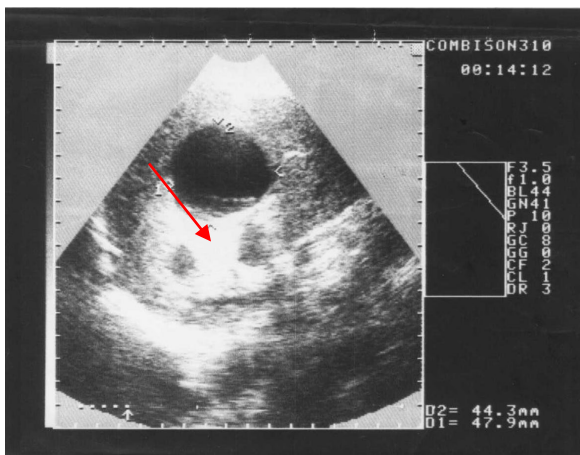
3.24.– УЗИ. Сочетанная эхинококковая киста селезенки, печени и малого таза
